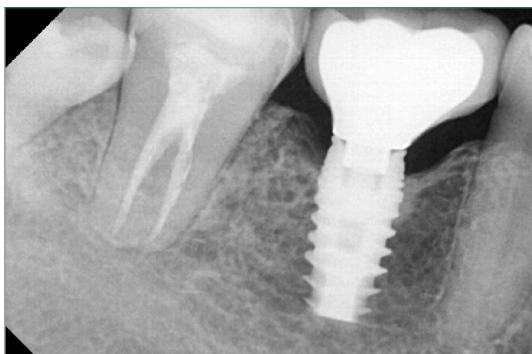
Radiografía dentoalveolar donde nos muestra una interfaz entre el implante y corona definitiva (microgap)⁹
